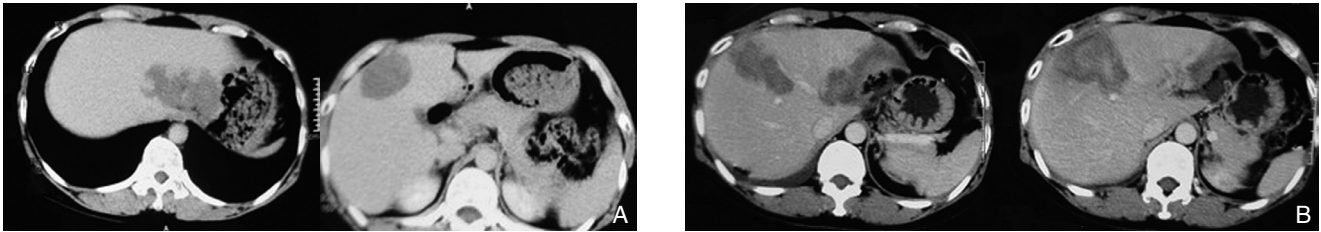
行微波消融术患者CT图片 A: 术前CT显示,肝脏第V段及尾状叶可见2个较大体积血管瘤;B: 术后CT显示,肝脏第V段及尾状叶血管瘤瘤体血流消失,密度不均,部分液化
